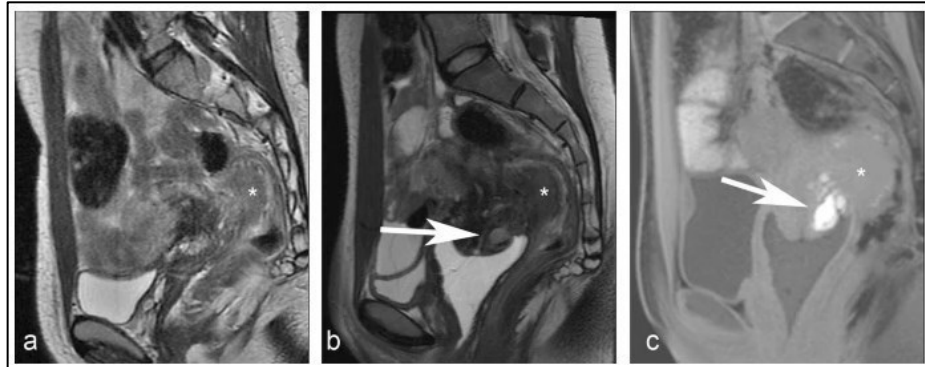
Imagens de RM pélvica com e sem a utilização do agente antiperistáltico, todas imagens em cortes sagitais com diferentes ponderações. a) RM pélvica em T2WI, sem a utilização do antiperistáltico, observa-se uma lesão (*) sendo mascarada pelo artefato de movimento; b) RM pélvica em T2WI, com a utilização do antiperistáltico, demonstra uma lesão sugestiva de endometriose invasiva intestinal (*) com sinalização mista e endometriomas (seta) alcançando o colo do útero. c) RM pélvica em T1WI com supressão de gordura, com a utilização do antiperistáltico, demonstra a endometriose invasiva intestinal (*) com sinal hiperintenso (seta); A lesão é melhor observada quando utilizado o agente antiperistáltico, demonstrando que a avaliação precisa da lesão é prejudicada quando há a presença de movimentos peristálticos. WI = imagem ponderada (Adaptado de Tong et al., 2020).
